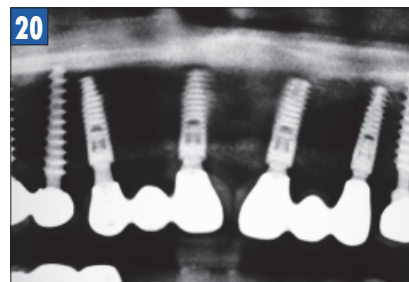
Контрольная рентгенограмма через год после протезирования.
